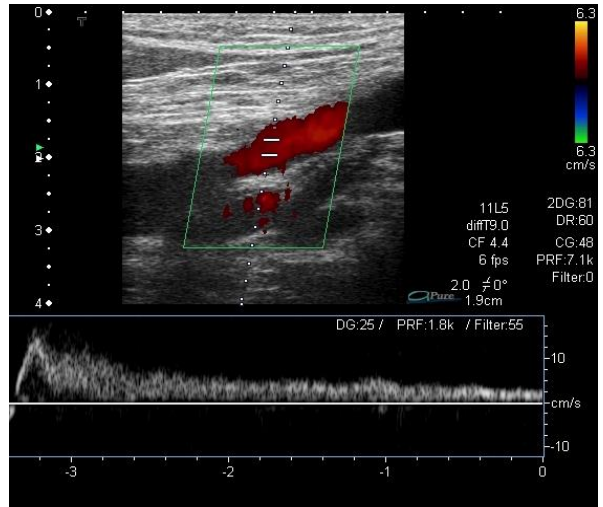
Maniobra de compresión distal. Izquierda: Maniobra de compresión distal enérgica con transductor en sagital. Derecha: Ecografía Doppler modo tríplex con aumento del retorno venoso en el tronco tibio-peroneo secundario a la maniobra de compresión distal.
